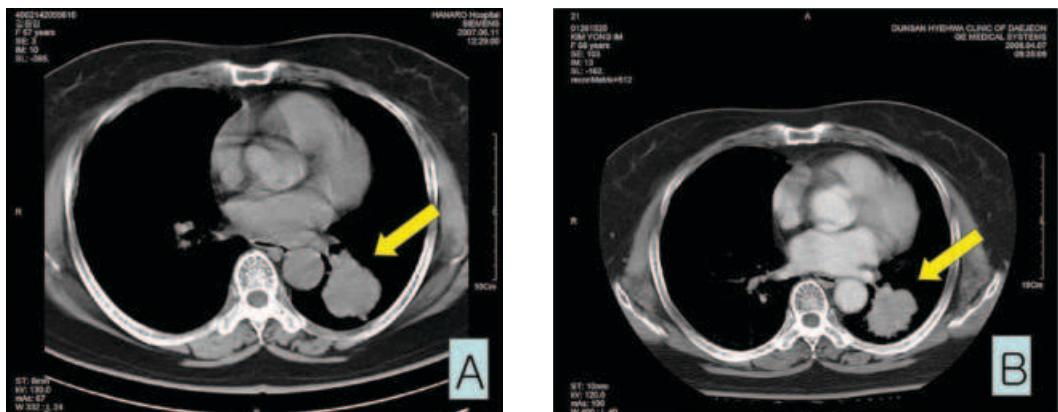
A. 2007-06-11 CT Known NSCLC, LLL. Multiple mediastinal LN enlargement.
